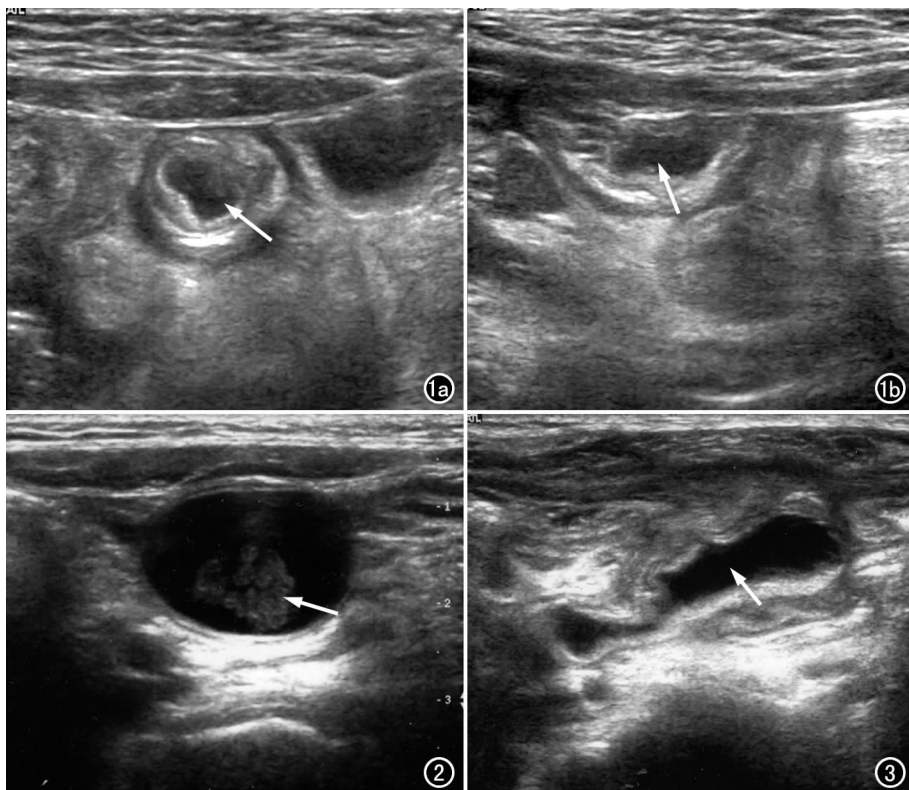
美克尔憩室炎。a) 憩室横切面, 超声示腔内有张力, 黏膜和浆膜均增厚, 腔内可见无回声的积液(箭), 与周围组织分界不清, 肠系膜的回声增强; b) 憩室纵切面, 超声示憩室呈长椭圆形(箭), 动态观察憩室本身缺乏蠕动, 一端为盲端, 另一端与小肠相通。图 2 美克尔憩室合并感染扩张型。超声纵切面观, 示憩室肠壁菲薄, 腔内张力高, 有絮状物沉淀(箭)。图 3 美克尔憩室合并穿孔周围粘连型。超声憩室纵切面, 示囊腔内张力低, 壁模糊、欠连续、不规则(箭), 部分壁内陷, 周围肠系膜回声明显增强, 肠间隙内可见不规则低回声。
